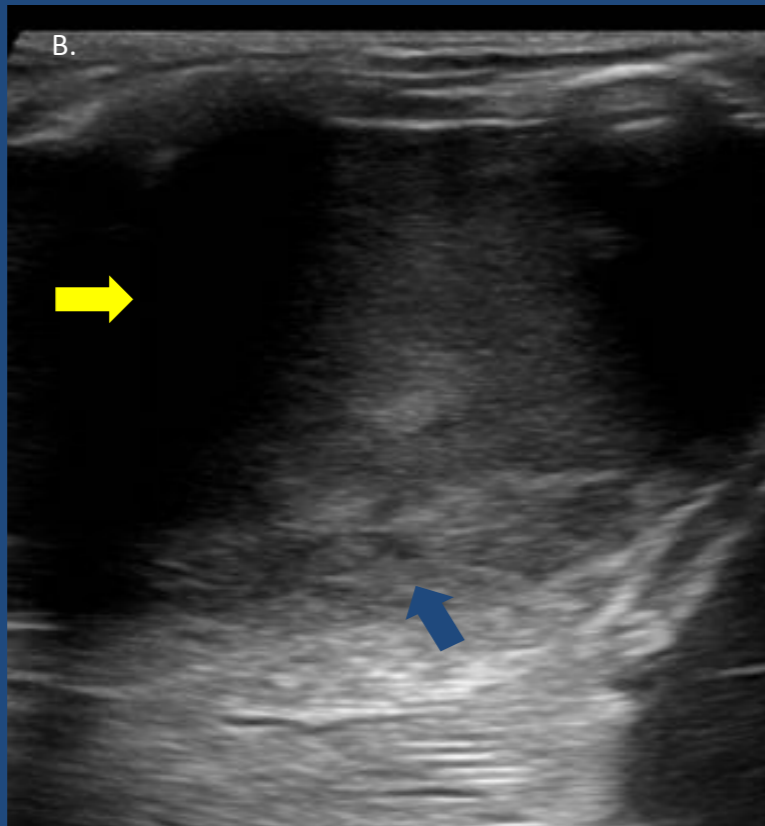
Fig B) Ecografía pleural modo B, se evidencia despegamiento pleural con presencia de líquido anecogénico homogéneo (flecha amarilla) y parénquima pulmonar colapsado (flecha azul).
